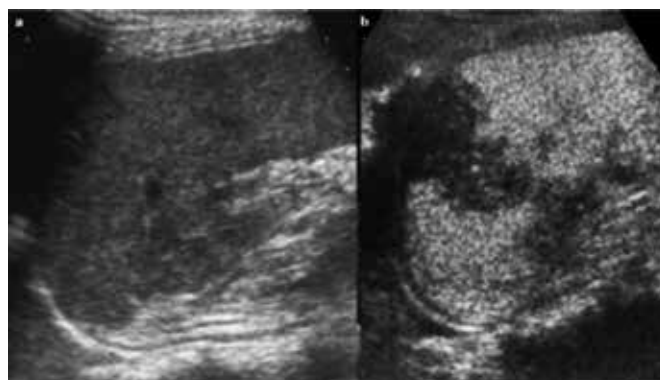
Ecografía de contraste del traumatismo esplénico. En “a” ecografía longitudinal y en “b”, lesión hipoeoica ¹².
